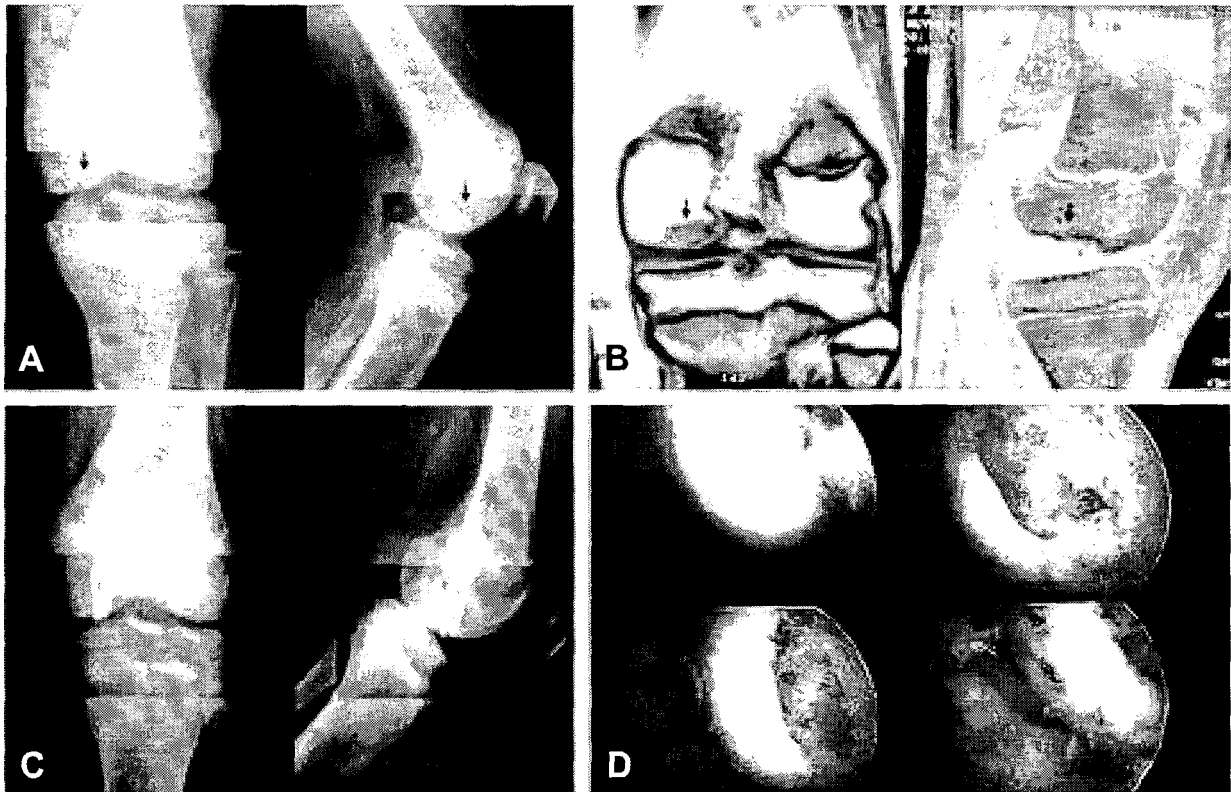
Simple x-ray of 13 years old boy shows nearly detached osteochondral lesion in the medial condyle of the femur.
